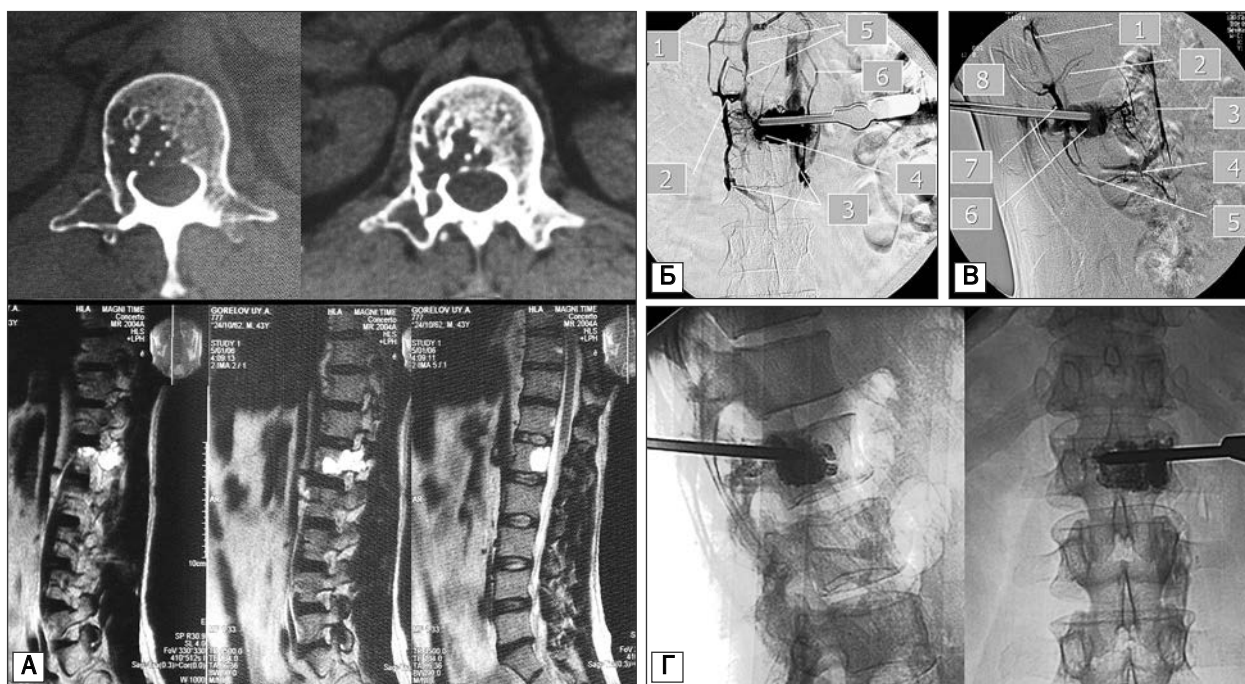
Гемангиома тела L1 позвонка: А — КТ- и МРТ-исследование; Б — веноспондилография перед выполнением вертебропластики. Прямой эпидуральный дренаж, поэтапный системный дренаж тела: 1, 6 — парная и полунепарная вены; 2 — межпозвоночная вена; 3 — восходящие поясничные вены; 4 — пятно контраста в теле позвонка; 5 — передние продольные эпидуральные вены; В: 1 — передние продольные эпидуральные вены; 2 — сегментарные вены; 3 — полая вена; 4 — сегментарная вена; 5 — межпозвоночная вена; 6 — пятно контраста в теле позвонка; 7 — передние продольные эпидуральные вены; Г — рентгенография во время вертебропластики костным цементом с барием
